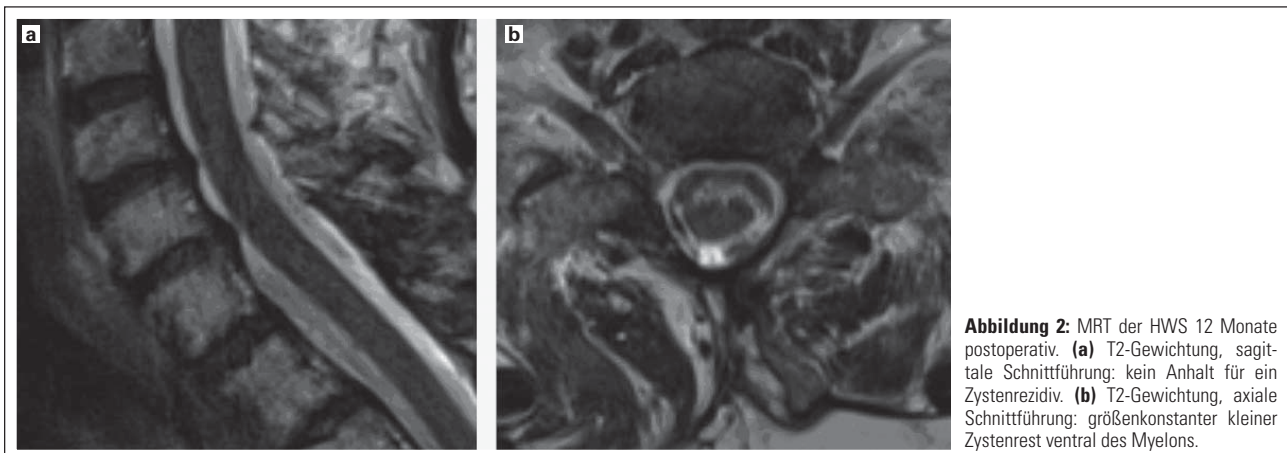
MRT der HWS 12 Monate postoperativ. (a) T2-Gewichtung, sagittale Schnittführung: kein Anhalt für ein Zystenrezidiv. (b) T2-Gewichtung, axiale Schnittführung: größenkonstanter kleiner Zystenrest ventral des Myelons.
